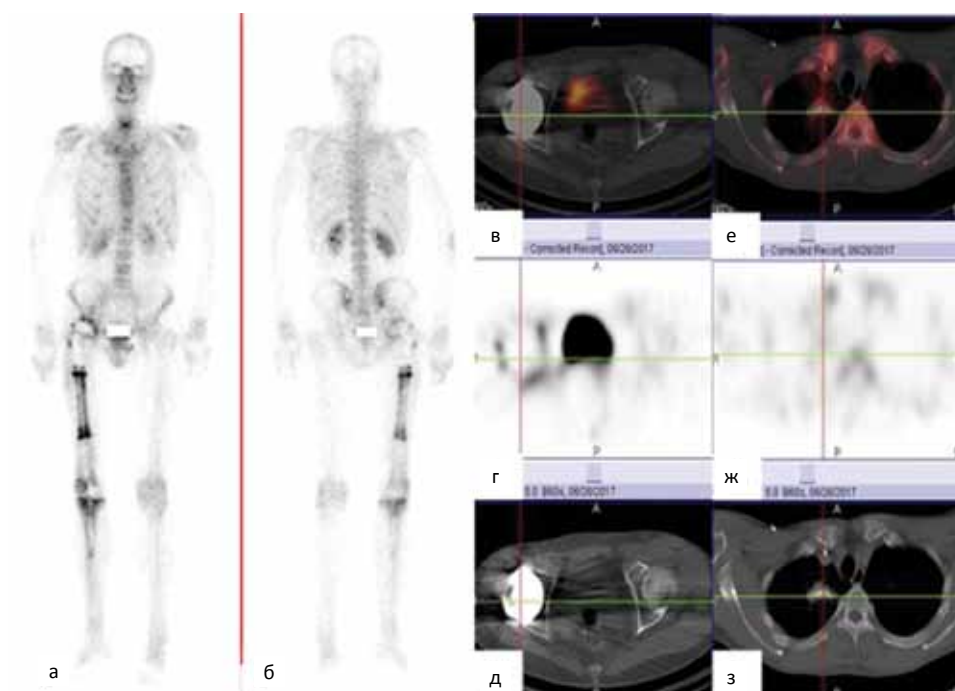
Контрольный визит 26.06.2017 г. Состояние после резекции проксимального отдела правой бедренной кости с тотальным эндопротезированием правого бедра от 15.03.2017 г. ОСГ (а, б) и ОФЭКТ/КТ таза (в, г, д) и грудной клетки (е, ж, з). Определяется гипераккумуляция РП в костях, фиксирующих эндопротез, и в окружающих мягких тканях правого бедра. КТ – невыраженная оссификация – послеоперационные изменения. В других локализациях патологического накопления РП не выявлено, дополнительно зон костной деструкции не обнаружено
